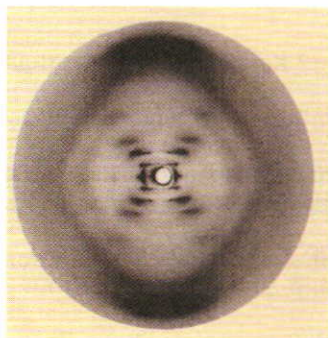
Рентгенограмма молекулы ДНК
